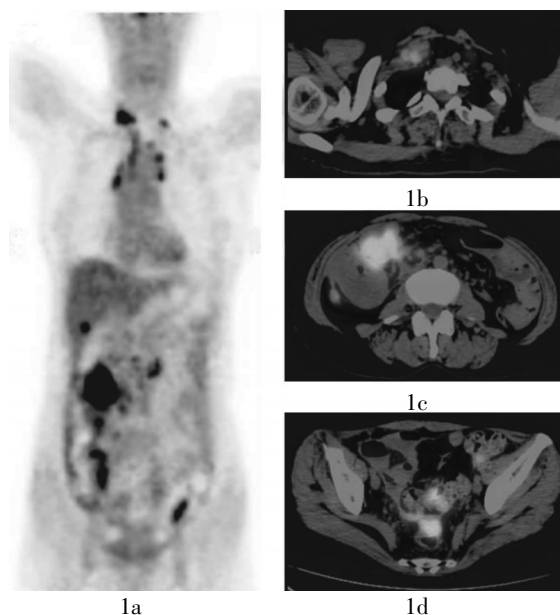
患者女性,57岁,卵巢癌术后两年的PET-CT图像。图1a为患者体部冠状面PET图像,示双侧锁骨上、纵隔、腹腔、腹膜后及肝脏多发放射性摄取增高影,考虑多发转移;图1b为患者上胸部横断面PET-CT融合图像,示双侧锁骨上多发软组织结节影,代谢活跃,提示多发淋巴结转移;图1c及图1d为患者腹部及盆腔横断面PET-CT图像,示腹盆腔多发软组织结节及肿块影,代谢活跃,考虑多发转移。
